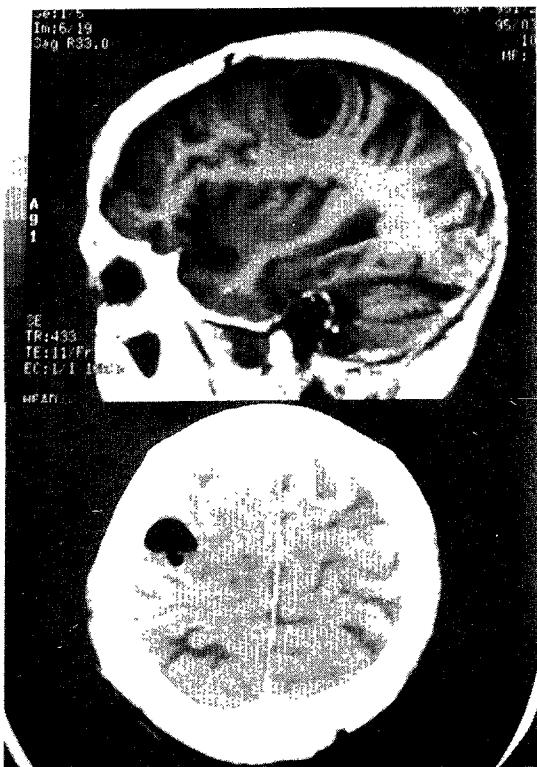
Preoperative MR and postoperative CT findings of case 4.
